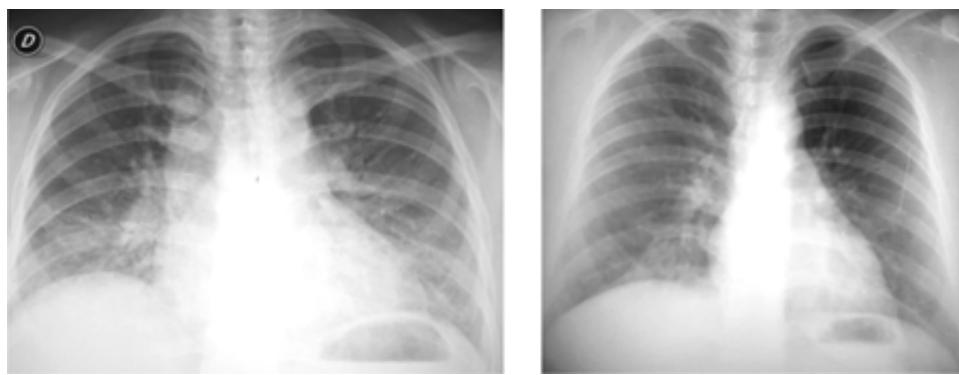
Dos ejemplos de radiografías postero-anterior en NH en sus fases aguda y subaguda, en donde observamos imagen en vidrio despulido.
